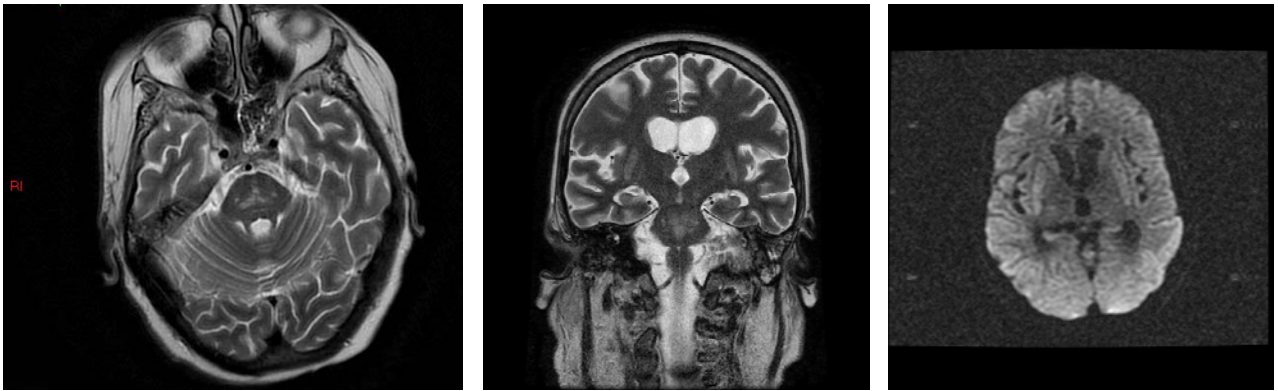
Ressonância Magnética Nuclear: Corte Axial em T2 mostrando um hipersinal centro-protuberancial (médio-alta protuberância)
